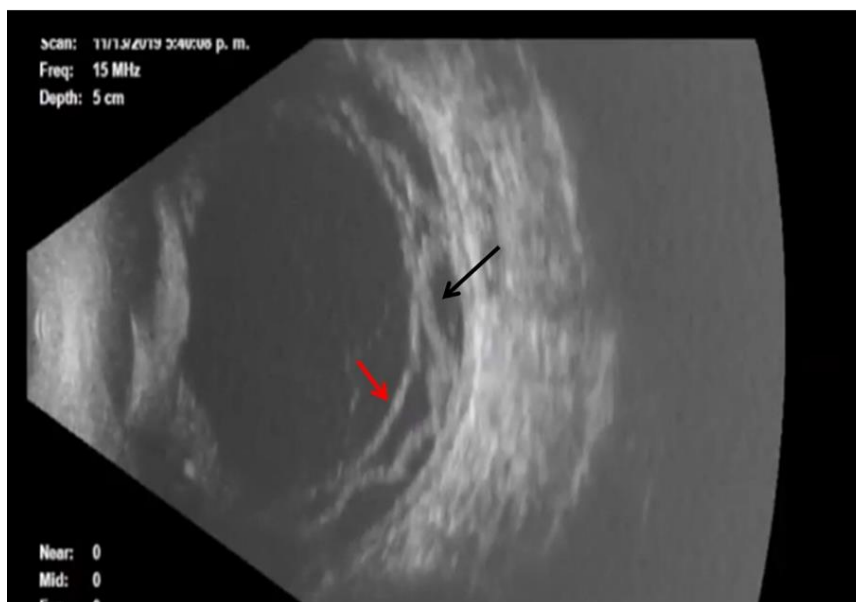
Ultrasonografía ocular en modo B en ojo izquierdo. Desprendimiento coroideo seroso y sin engrosamiento (flecha negra) y desprendimiento de retina regmatógeno (flecha roja)
